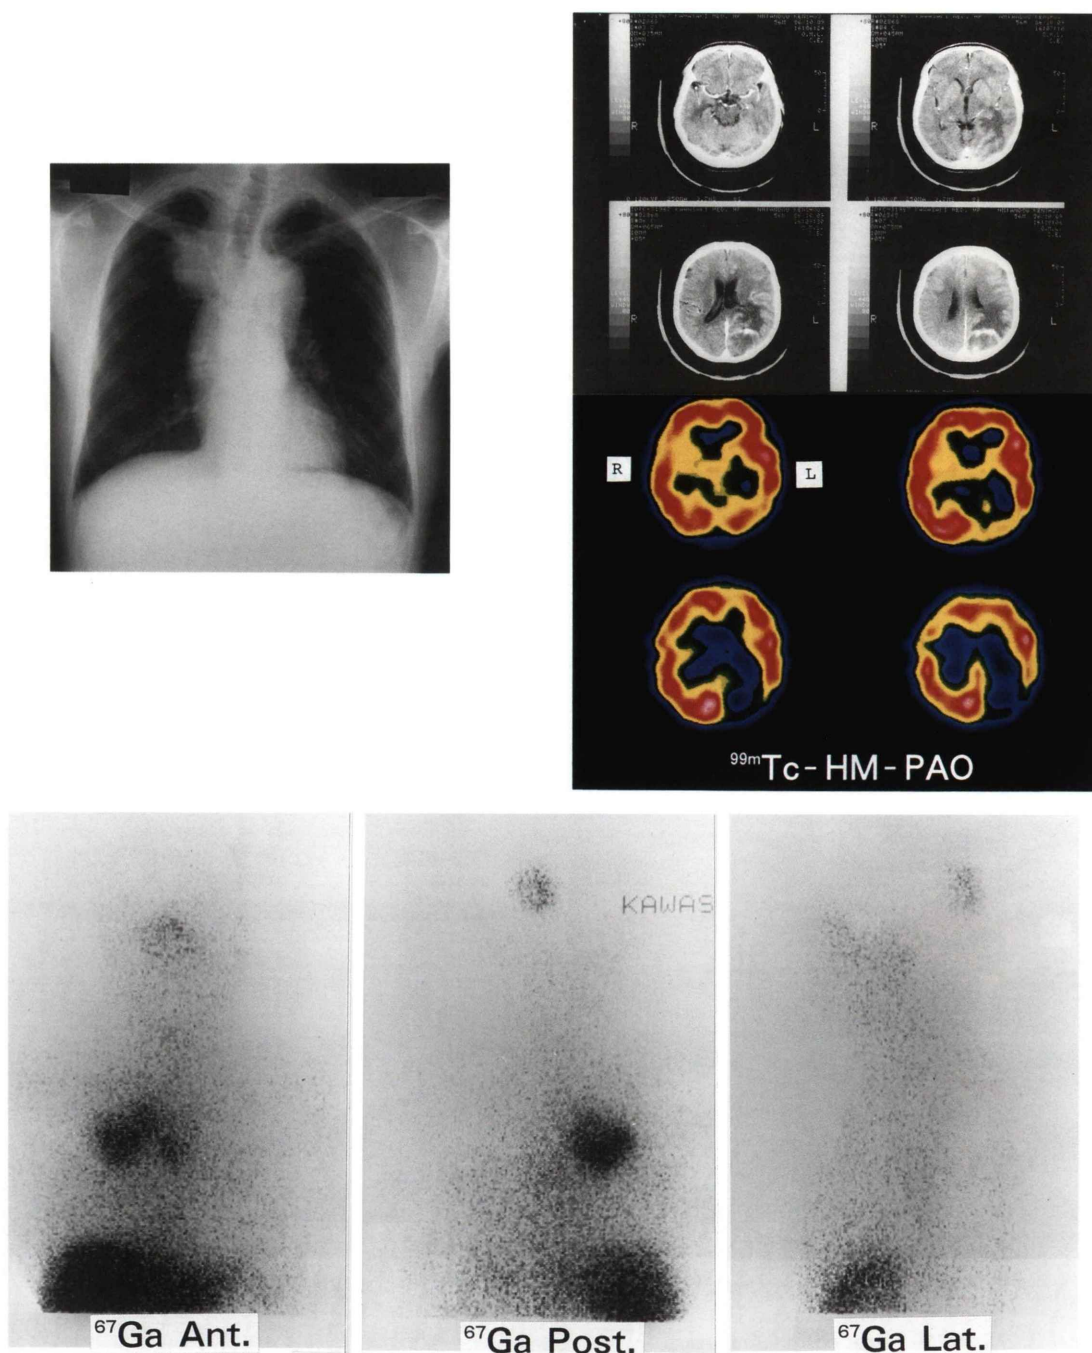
Chest X-ray, brain CT, ^{99m}Tc -HM-PAO SPECT and ^{67}Ga scintigram in Case No. 3 (lung cancer). The decreased accumulation of ^{99m}Tc -HM-PAO was observed in left occipital and parietal regions. ^{67}Ga scintigram showed the abnormal accumulation in left occipital and parietal regions.
